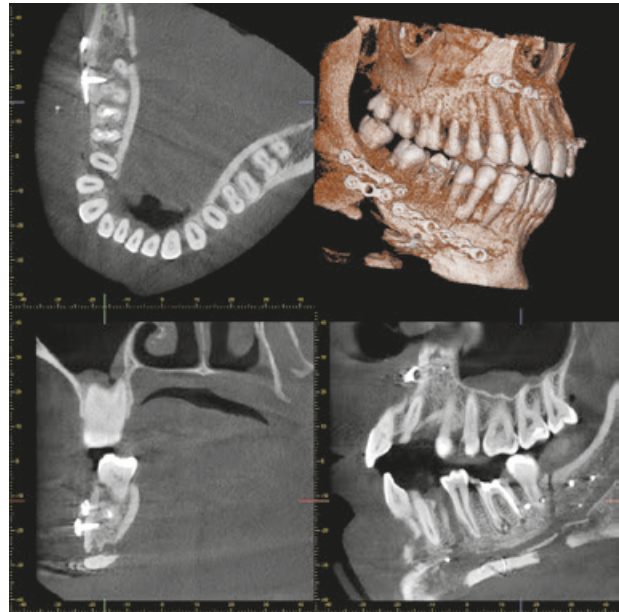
Конусно-променева комп'ютерна томографія правої половини нижньої щелепи пацієнта Ц. віком 50 років.
